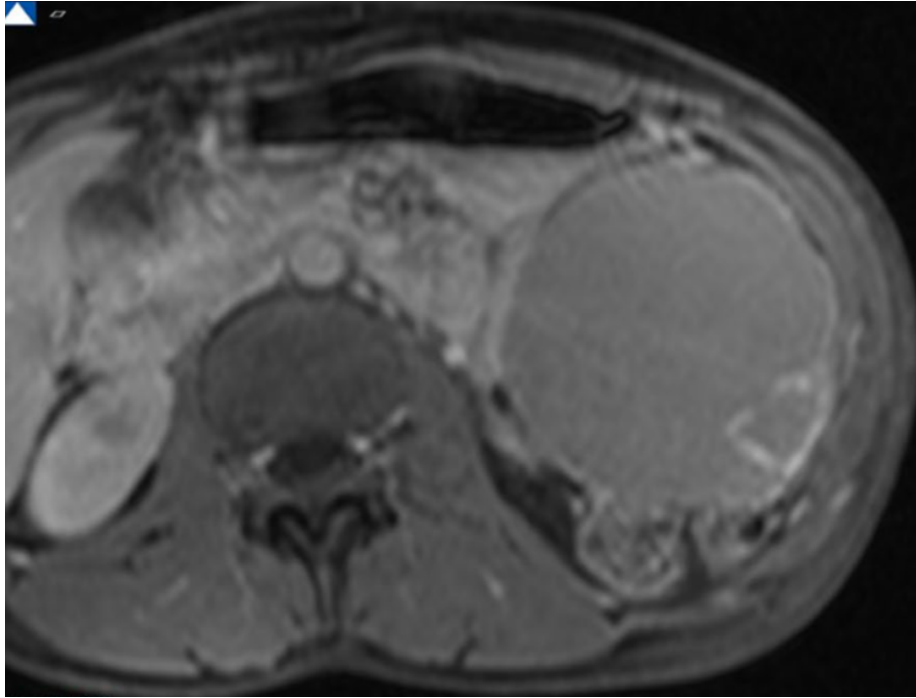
Neoplasia quística mucinosa en RM T1 contrastado
